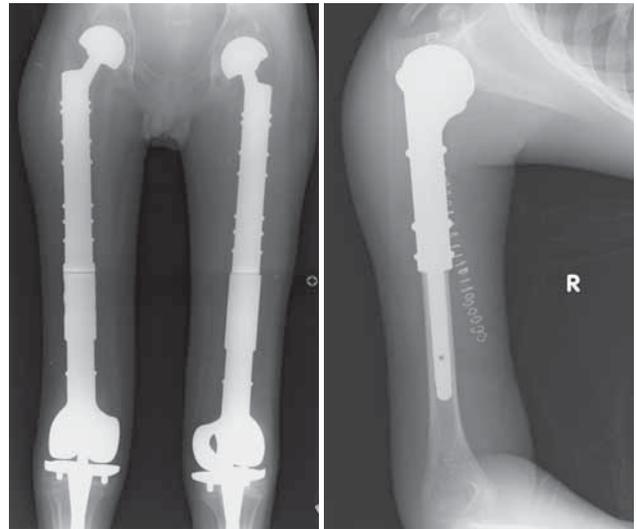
Рентгенограмма правого и левого бедра, а также правого плеча после завершения комбинированного лечения
